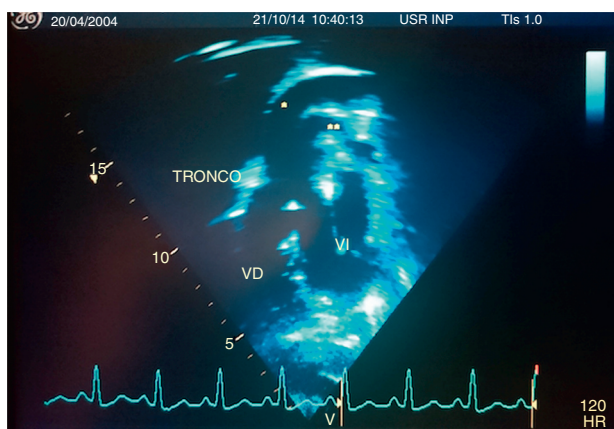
Ecocardiograma transtorácico: se observa el tronco común (TRONCO), aorta (*), arteria pulmonar (), ventrículo derecho (VD) y ventrículo izquierdo (VI).
